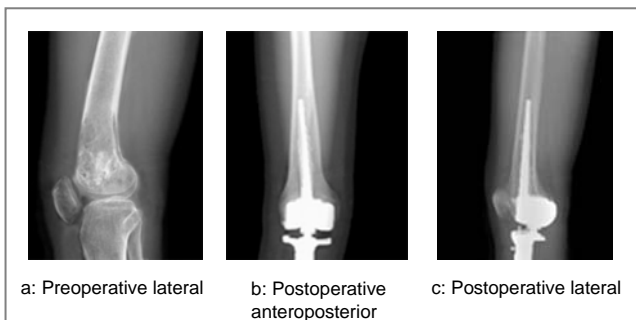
A male patient, giant cell tumor of bone, X-ray film of before and after rotating hinged knee prosthesis replacement
